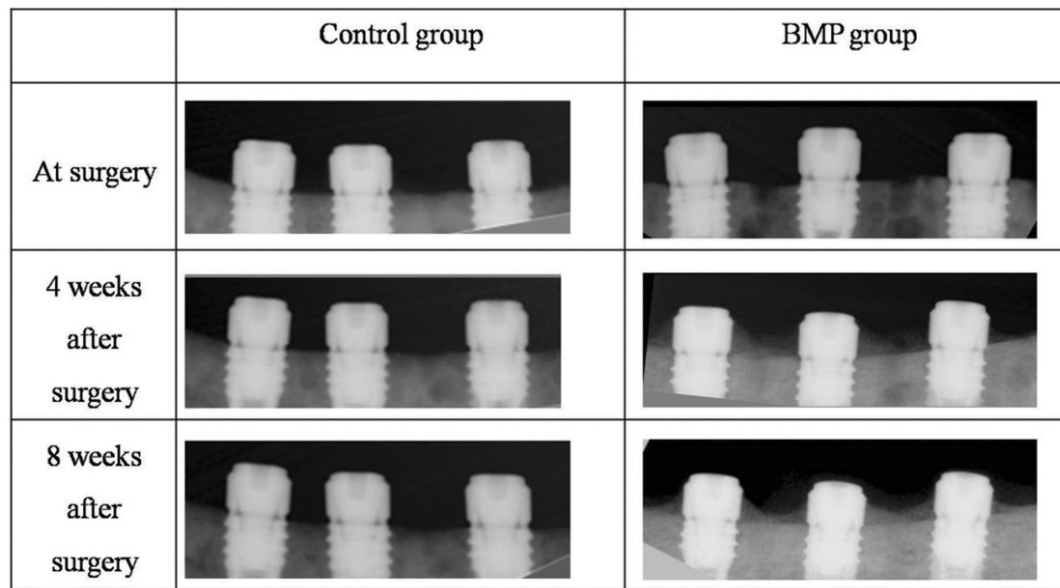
Periapical radiograph showing that implants coated with rhBMP-2 exhibited bone formation approaching the implant top, while there is no remarkable change of bone level on control implants.
